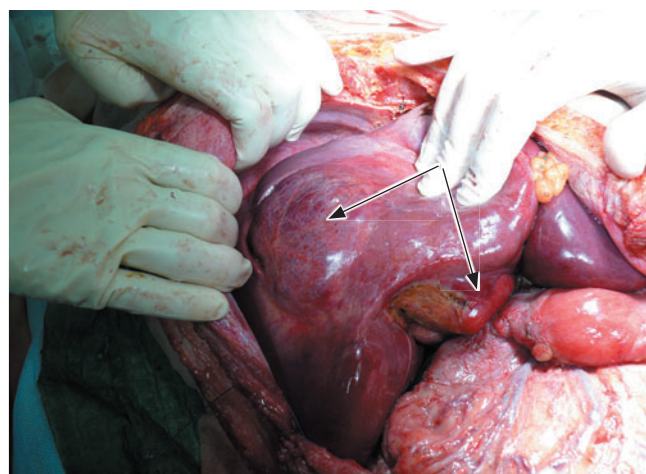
Трансплантат после портальной и артериальной реперфузии, стрелками указана гемангиома
